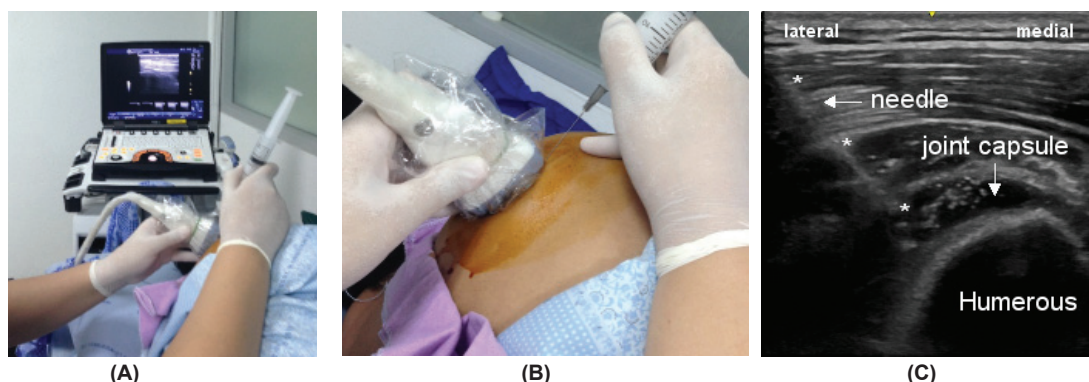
Ultrasound guided capsular hydrodilatation with corticosteroid injection A) approach, B) aseptic technique used during the injection, and C) sonographic view of capsular distension during the injection
